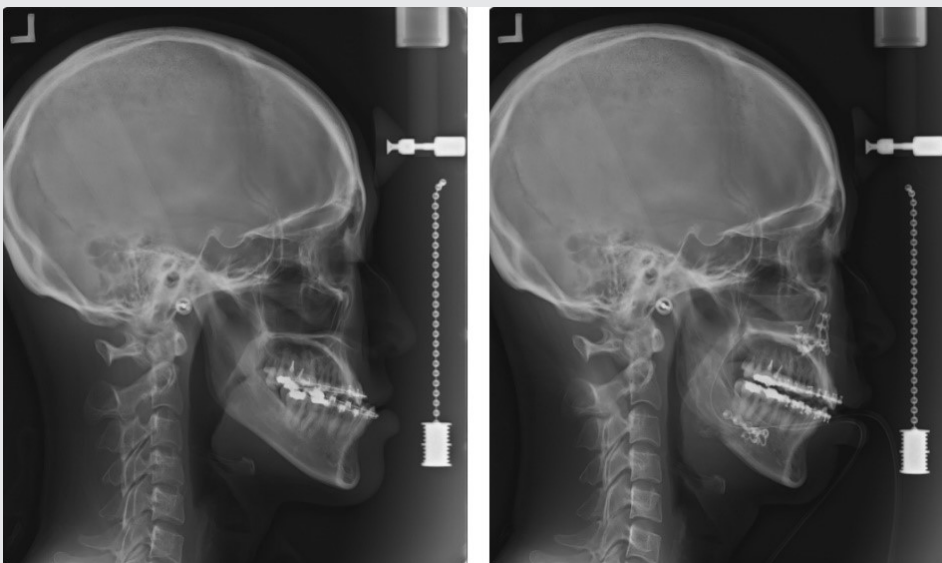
양악수술 직전, 직후 측면두부방사선사진
